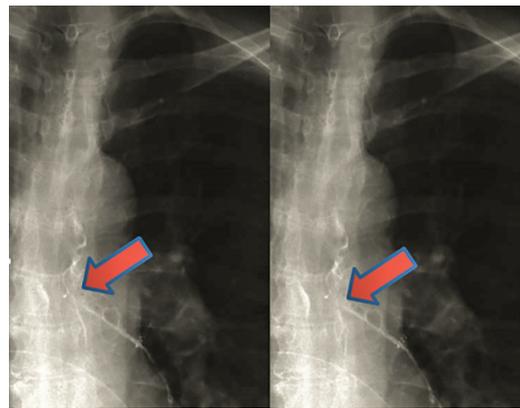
Рентгенография органов грудной полости с контрастированием пищевода. Затёк контрастного вещества в просвет бронхов левого лёгкого
